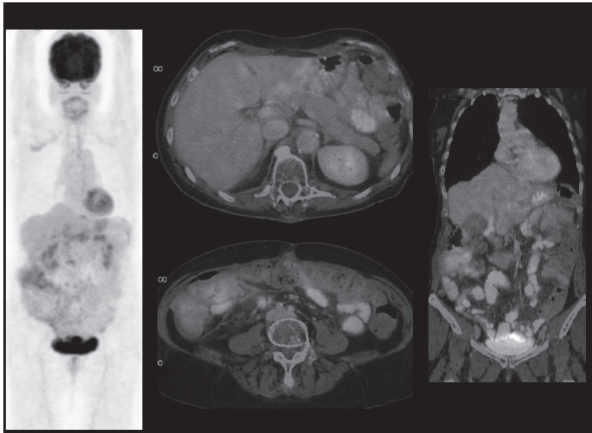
Carcinoma seroso papilar de alto grado de ovario, estadio IIIC tratado con cirugía y quimioterapia. PET-TC detecta carcinomatosis macro-micronodular abdomino-pélvica.
